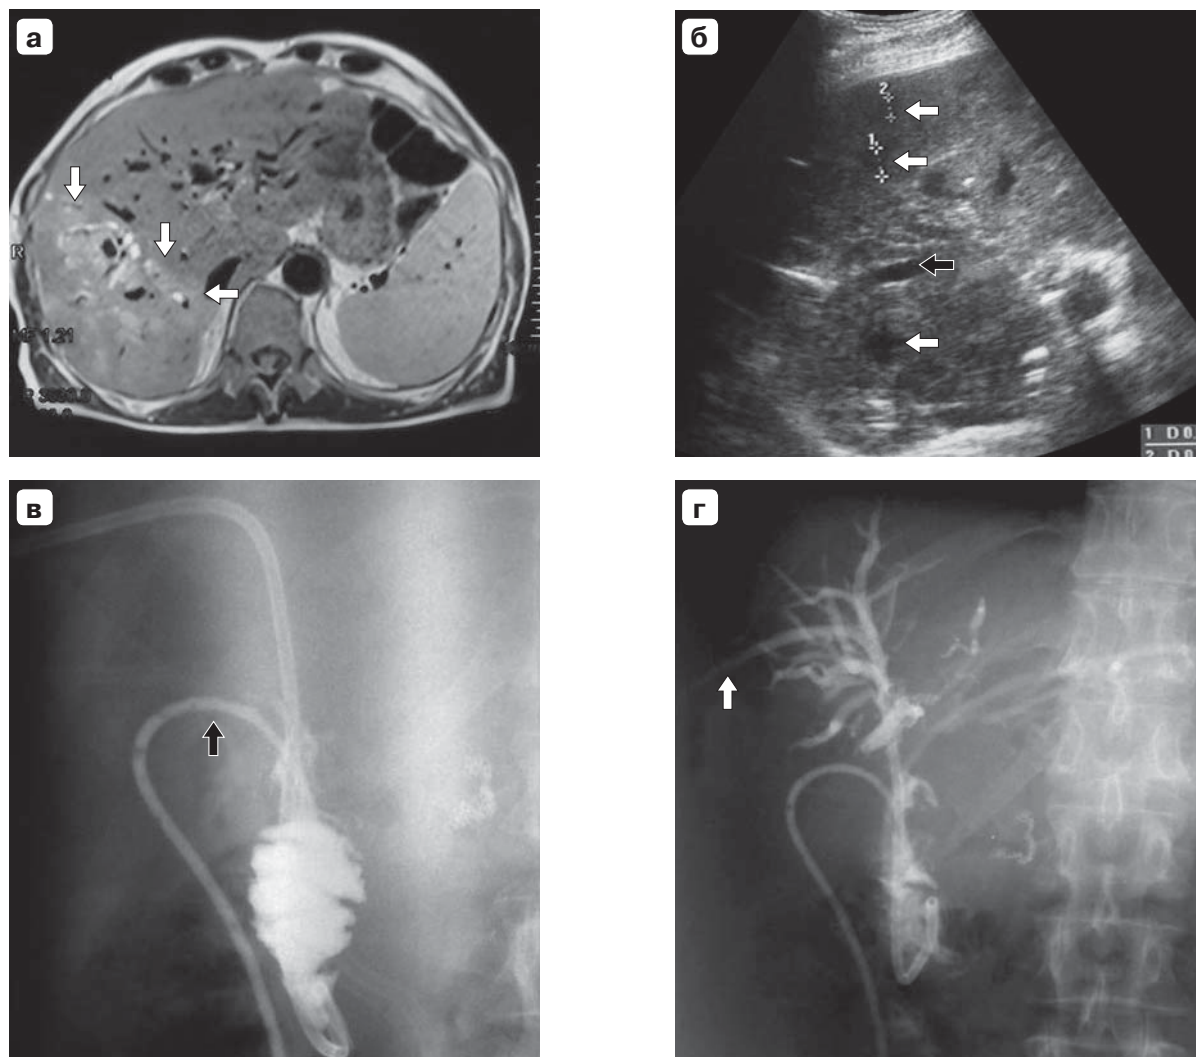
Синдром недренируемой доли печени: а — компьютерная томограмма, стрелками указана граница между правой и левой долями печени; б — ультразвуковая сканограмма, холангиогенные абсцессы печени (белые стрелки), расширенный правый долевого проток (черная стрелка); в — холангиограмма, дренаж (черная стрелка), мигрировавший из правого долевого протока; г — наружновнутренний дренаж проведен через стриктуру билиодигестивного анастомоза (стрелка).
